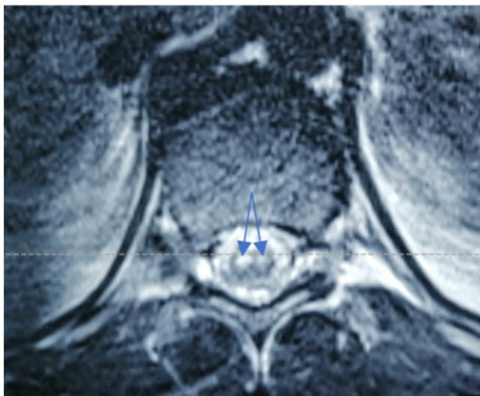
IRM séquence T2 coupe axiale : hypersignal centromédullaire en yeux de hibou en faveur d'une ischémie de l'artère spinale antérieure (flèches bleues)
